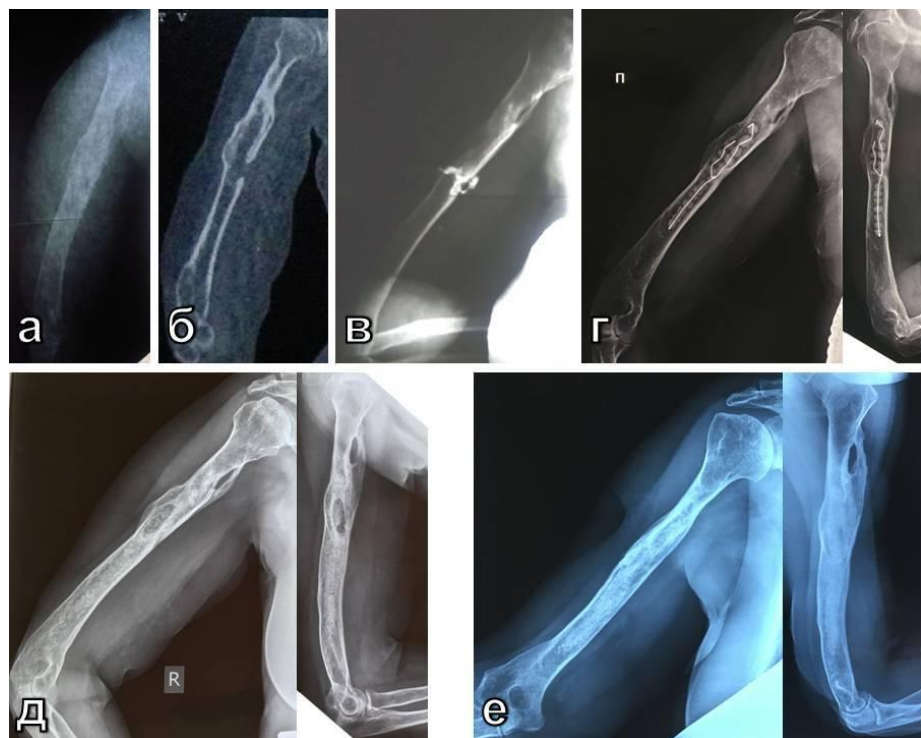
Фоторентгенограммы пациентки П., страдающей с детства хроническим рецидивирующим гематогенным остеомиелитом правого плеча: а – до операции; б – МСКТ до операции; в – фистулография до операции; г – после 1-го этапа лечения (спейсер в виде «бус»); д – после 2-го этапа лечения с заполнением костного дефекта ТКФ-ГА; импрегнированным ванкомицином; е – результат через 3 года и 4 месяца после лечения
